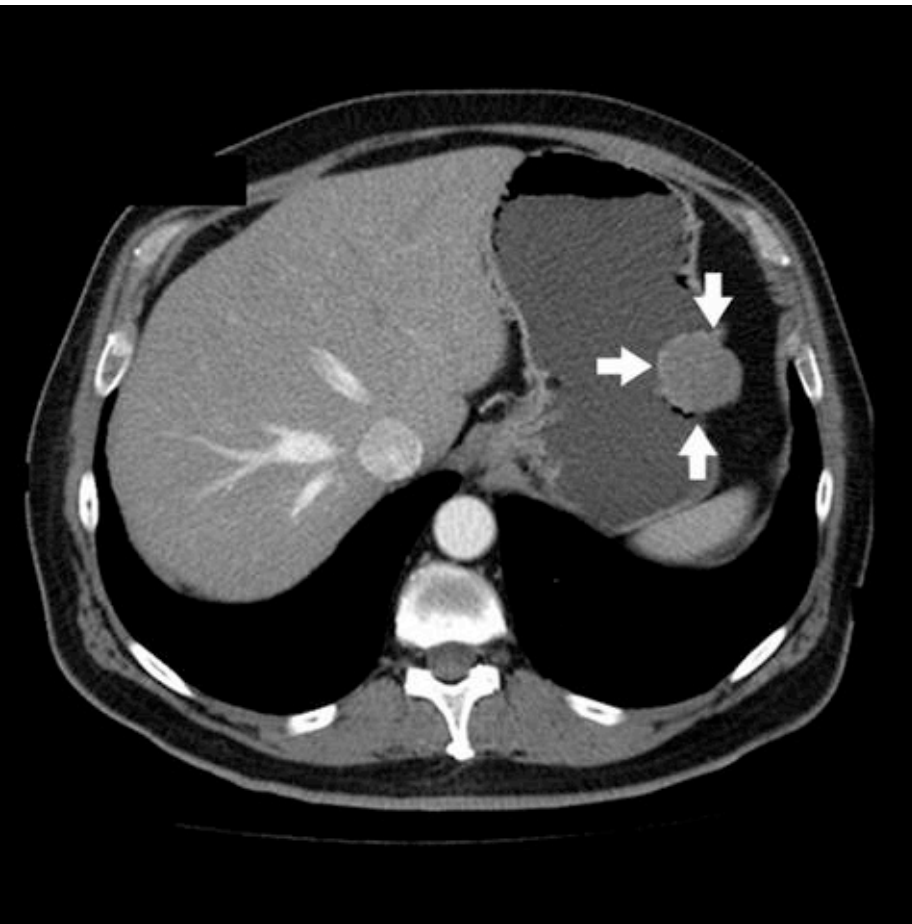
TAC abdominal con contraste compatible con GIST gástrico
